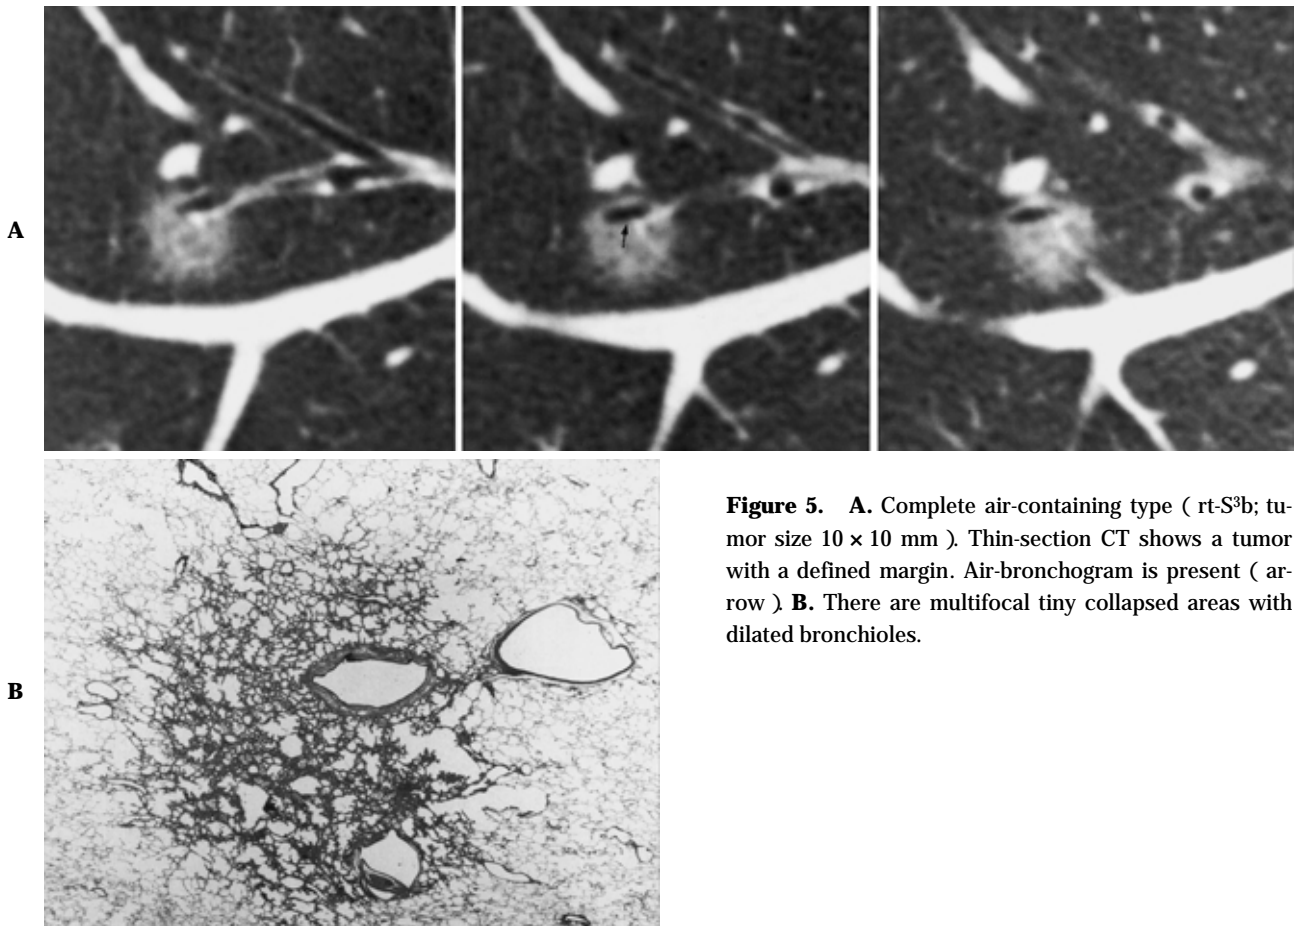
A. Complete air-containing type (rt-S^{3b}; tumor size 10 × 10 mm). Thin-section CT shows a tumor with a defined margin. Air-bronchogram is present (arrow) B. There are multifocal tiny collapsed areas with dilated bronchioles.
